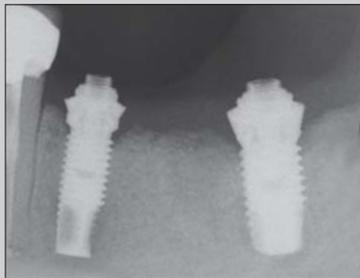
Röntgenaufnahmen zur Ermittlung des Langzeiterfolgs der Behandlung einer apikalen Periimplantitis. Das Implantat konnte erhalten werden und die Knochenreparatur ist zufriedenstellend.
